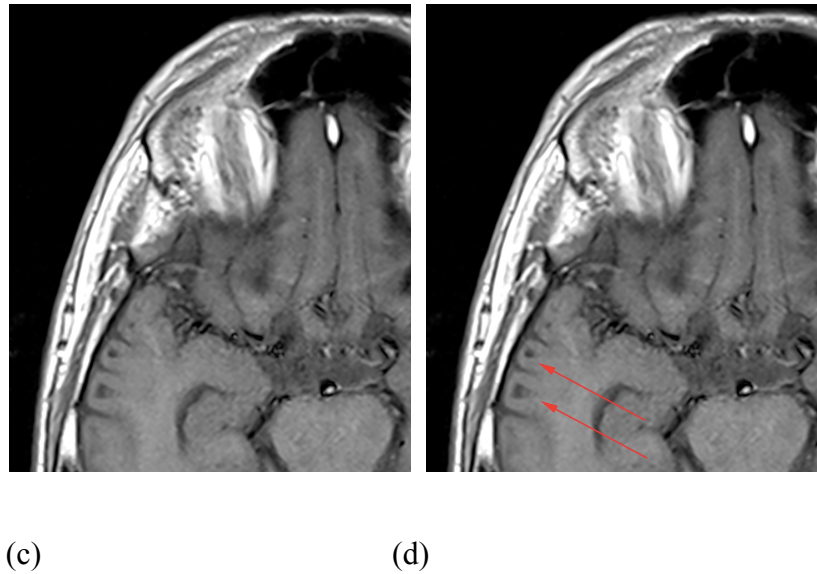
Imagens de ressonância magnética do crânio, no plano axial FLAIR (“a” e “b”) e axial T1 (“c” e “d”), respectivamente sem e com setas apontando para as lesões predominantemente temporais e subcorticais com maior *zoom*.
